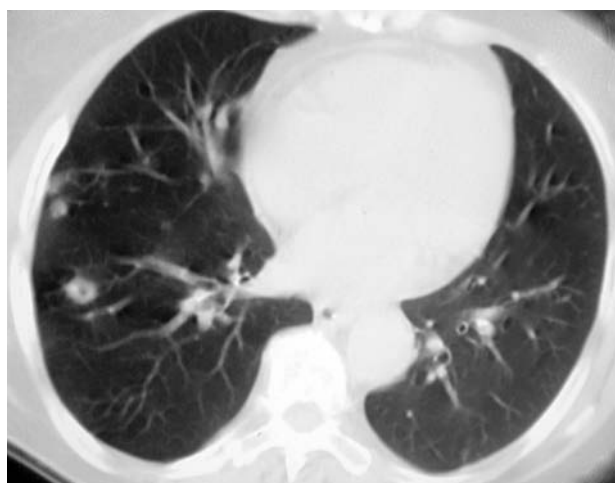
Фрагменты КТ легких от 23 декабря 2009 г. Наращение изменений после 5 мес противотуберкулезной терапии.
